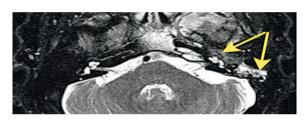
(Б). МРТ левого внутреннего слухового прохода, Т2-ВИ с подавлением сигнала от жировой ткани, в аксиальной плоскости Параганглиома тип С: сосцевидном отростке — жидкостное содержимое реактивного характера. В барабанной полости височной кости определяется дополнительное мягкотканное образование, с нечеткими неровными контурами, неоднородным гиперитенсивным МР-сигнала (указано стрелкой).
